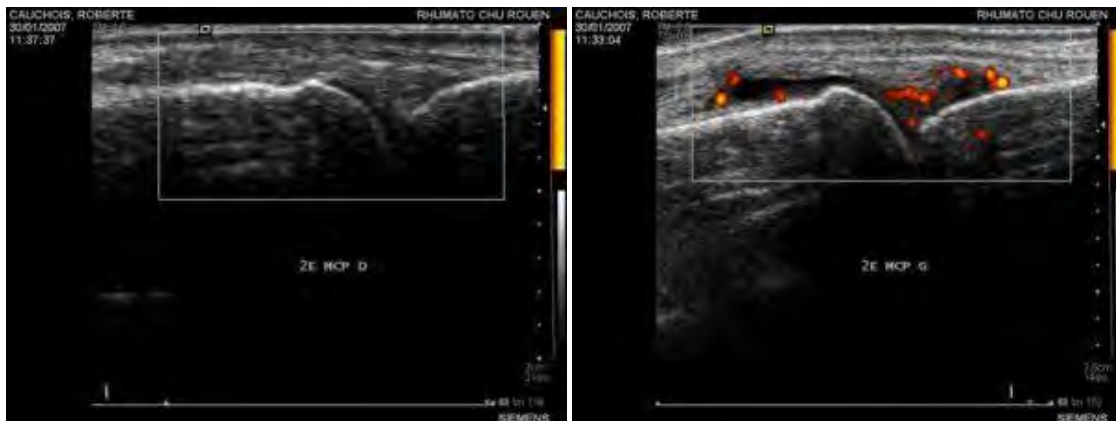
Comparaison à l'échographie d'une articulation MCP normale (à gauche) et d'une articulation MCP présentant une synovite inflammatoire (à droite).⁽⁴⁴⁾
